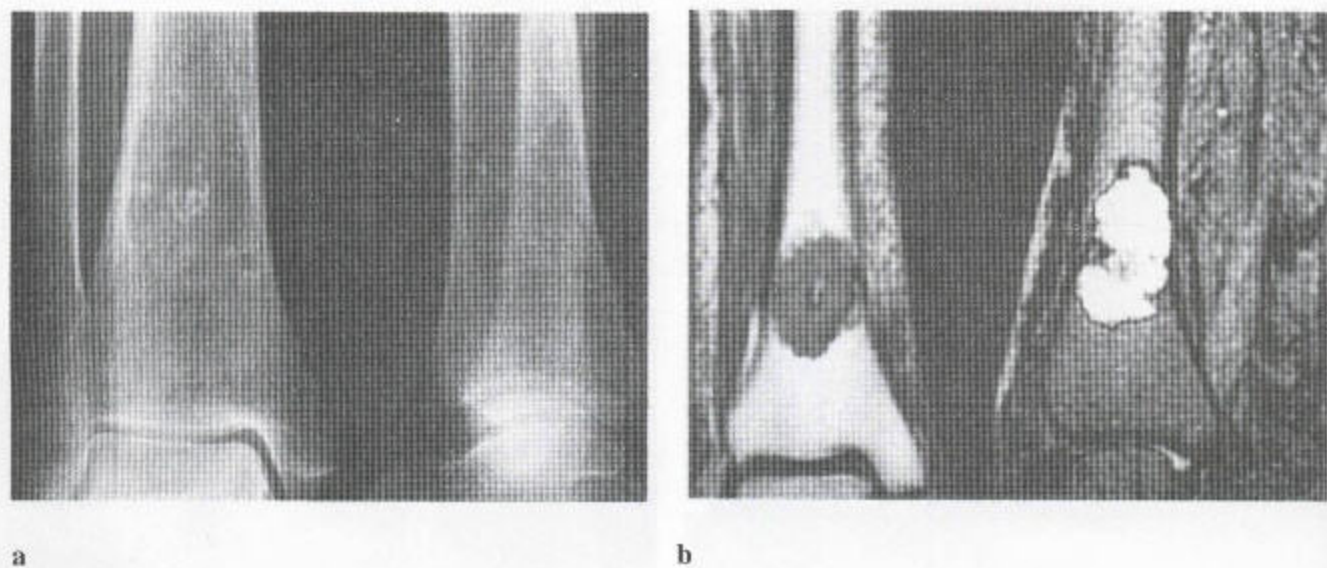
软骨肉瘤 (a) 平片示桡骨远端一溶骨性损害, 边界欠清。侧位片示桡骨骨内膜呈早期扇形变。该肿瘤被矿化。(b) 冠状位 T_1 加权 (左) 和矢状位脂肪抑制 MR (右) 序列。尽管活检已证实为恶性, 然而, 该损害边界清楚、富含血管、中央矿化。
